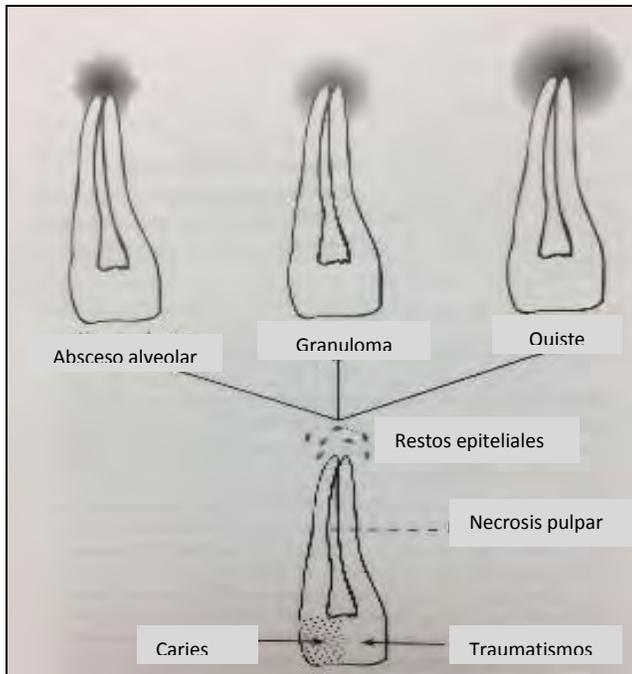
Fisiopatología de la lesión periapical. ¹⁴(Tomado de: Raspall G. Cirugía oral e Implantología. 2a.ed. Madrid, España. Editorial: Medica Panamericana, 2007. Pp.263 – 288)
